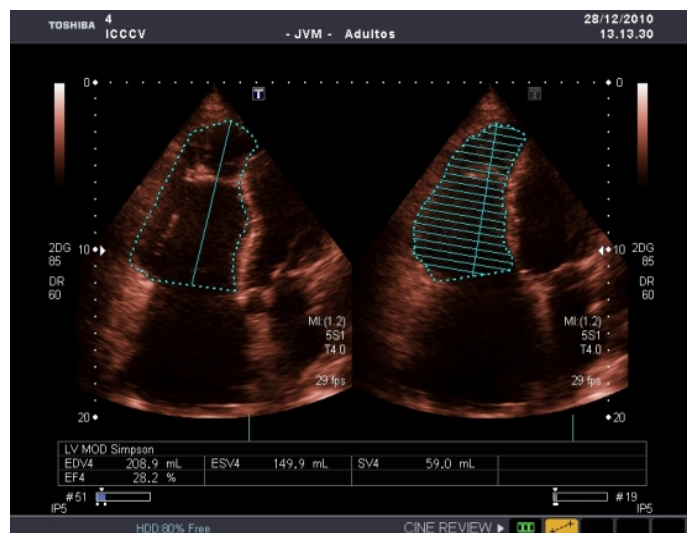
Transthoracic echocardiography. Apical 4-chamber view. Determination of right ventricular function RVEF <30% (Simpson Method). Image taken, with permission, from *Rev Fed Arg Cardiol.* [2012; 41(1): 59-60]¹⁰.
